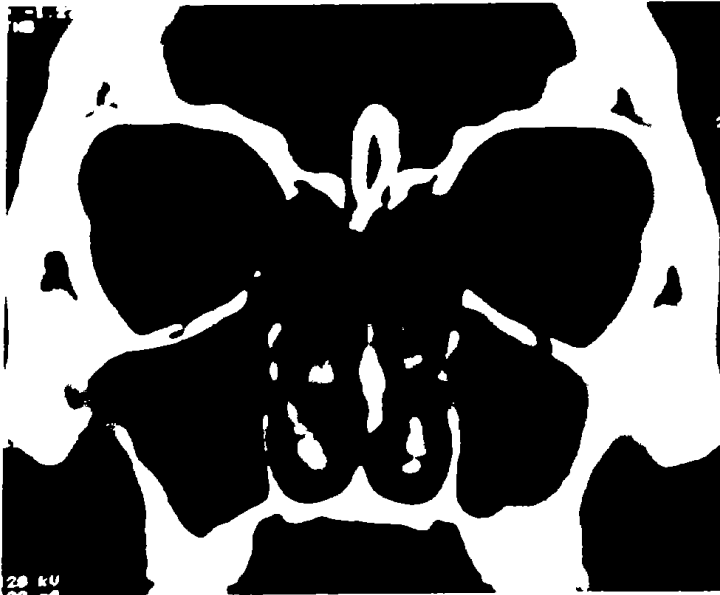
Ocupación total del seno maxilar izquierdo visto en un corte coronal de Tomografía Computada.
